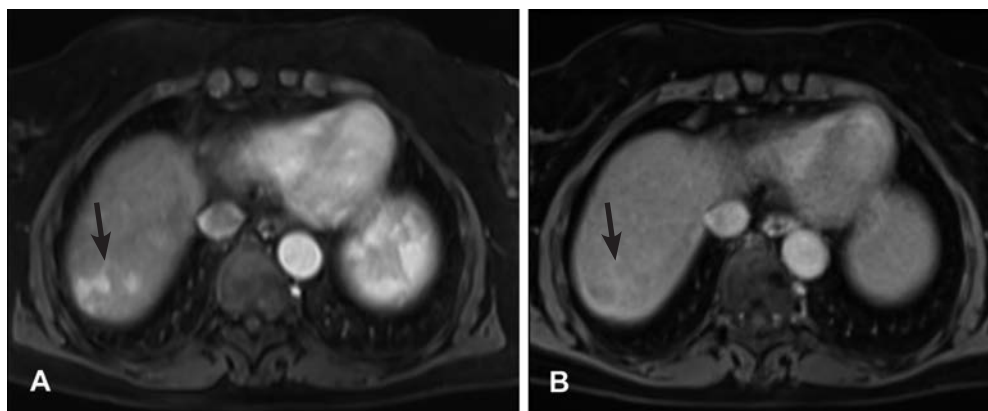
Axiale, kontrastmittelverstärkte MRT bei einem 56-jährigen Patienten mit HCC. Typischer Befund mit vermehrter Kontrastmittelanreicherung des Tumors in der arteriellen Phase (A) sowie Auswaschen in der venösen Phase (B).
